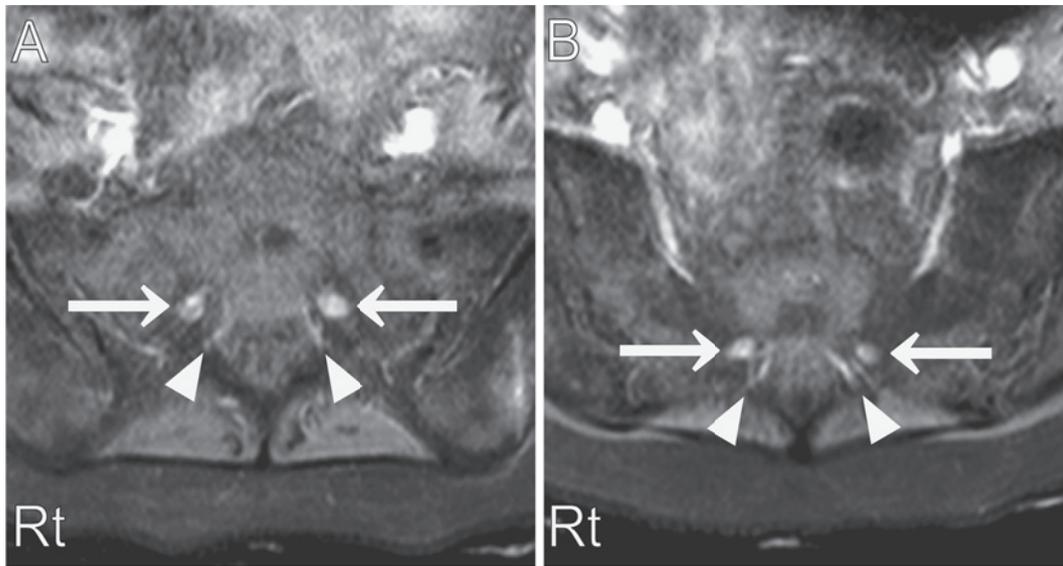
MRI of the lumbosacral regions.
